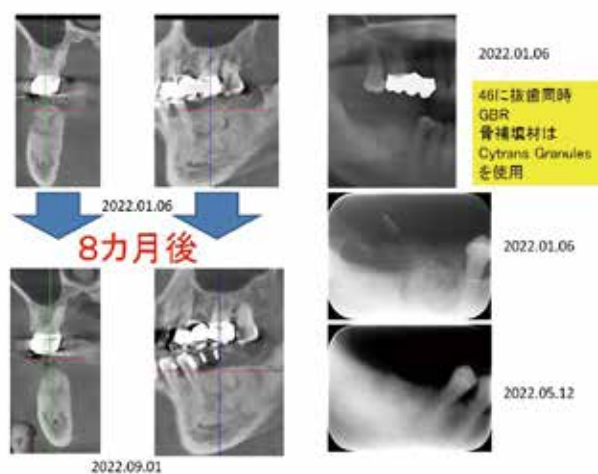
46抜歯同時GBR時のCBCT写真・レントゲン写真および8カ月経過後のCBCT写真・4カ月経過後のデンタルレントゲン写真
